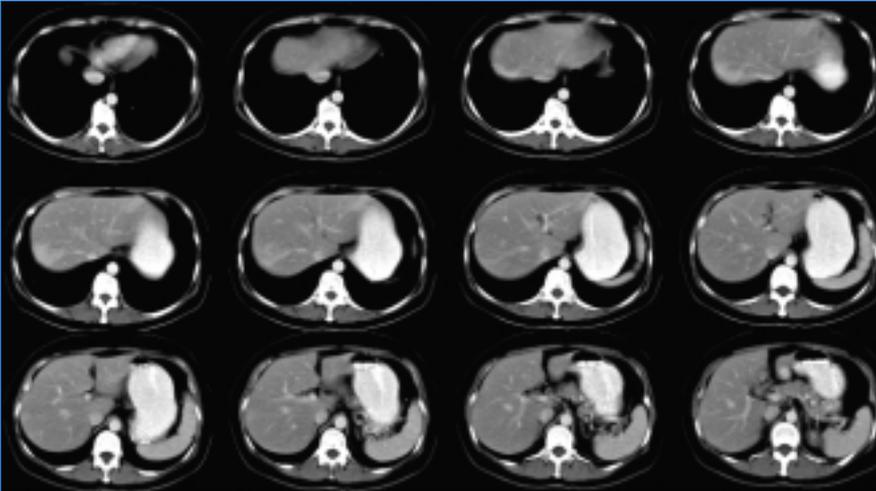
a: Oberbauch KM-CT einer Patientin mit Z.n. Sigma-Ca. und zuletzt Tumormarkeranstieg. Ein sonographisch vorherbeschriebener Prozeß im linken Leberlappen findet auf Grund eines Partialvolumeneffektes kein überzeugendes Korrelat.
